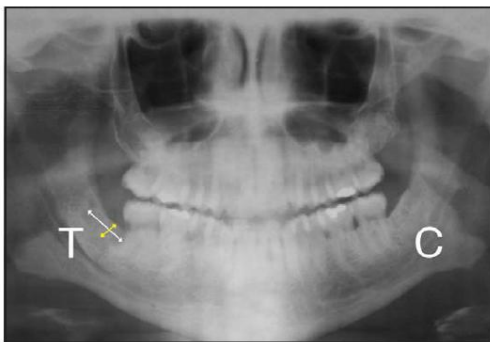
Ortopantomografia e controlo pós-operatório 7 dias após a intervenção cirúrgica. (A) Defeito ósseo vertical (seta amarela) e horizontal (seta branca). (B) Zona de teste. (C) Zona de controlo. Adaptado de *Aquino et al, 2009*
